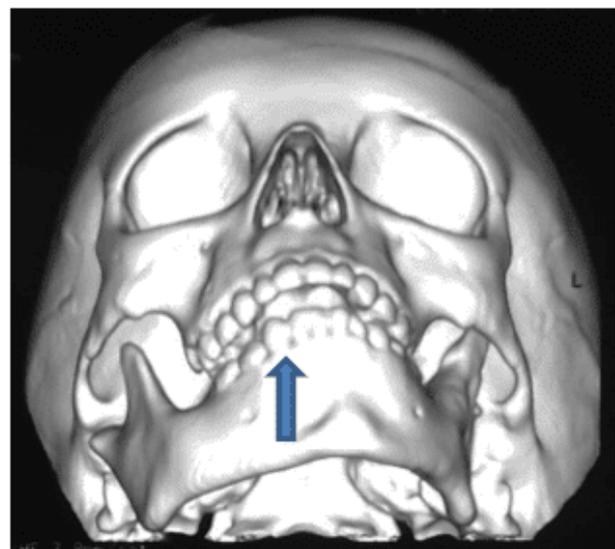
Tomografia computadorizada mostrando o desvio de oclusão para o lado afetado (indicado pelas setas), os autores (2020).
